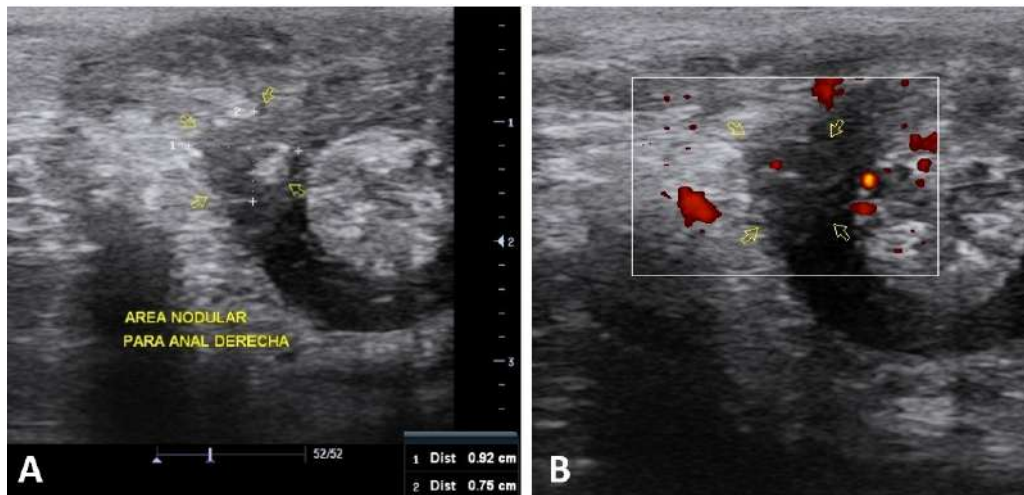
Ecografía de partes blandas. A. Aparente granuloma de 9 mm x 7,5 mm con una calcificación en el interior B. Con doppler color.
